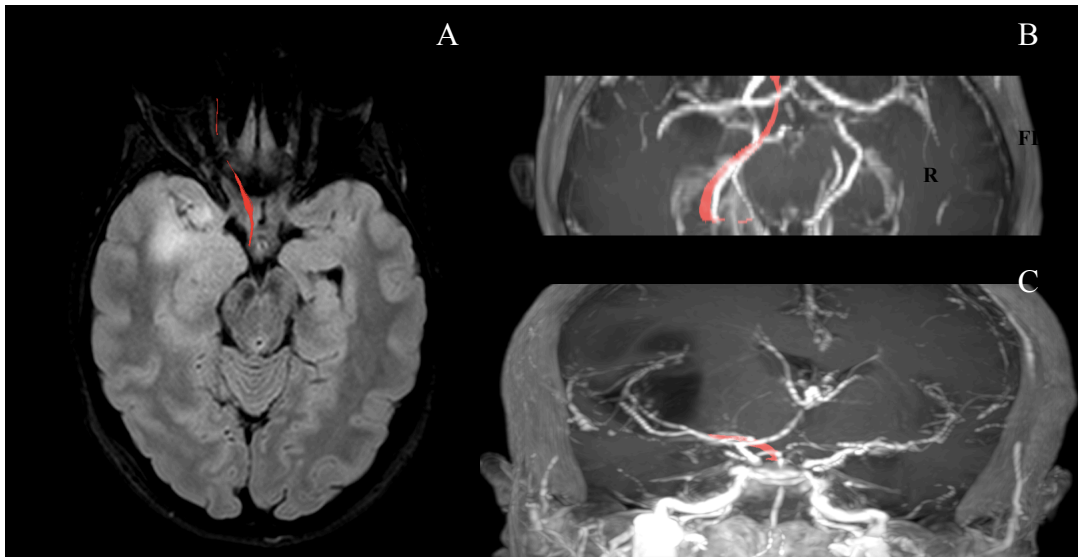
Trato da fibras ópticas. Na imagem A- Corte axial em FLAIR , visualiza-se o correto de feixe de fibras, que se encontra desviado para a esquerda e afastado da lesão, que pode ser confirmado no corte Axial em T1W (imagem B) e no coronal T1W(imagem C) após administração de produto de contraste.
